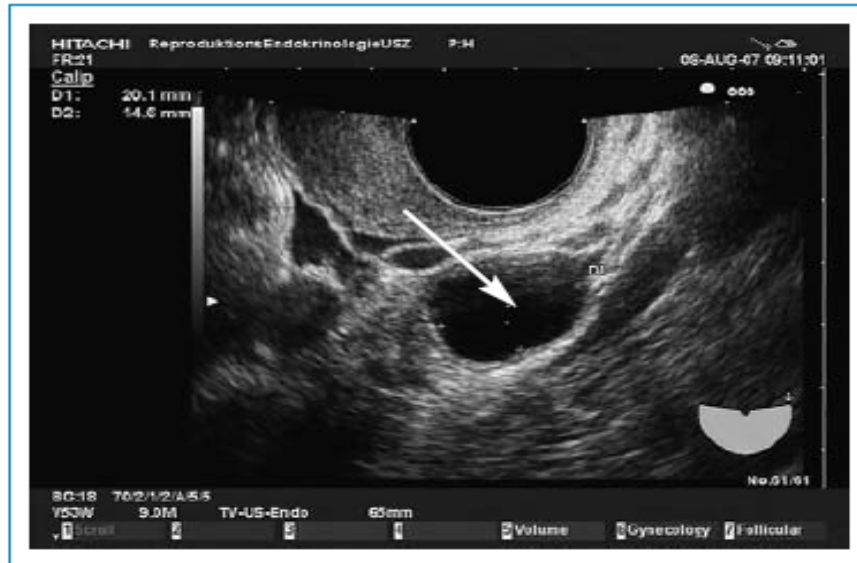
visualisation par échographie d'un Follicule pré ovulatoire de taille normale et mature
